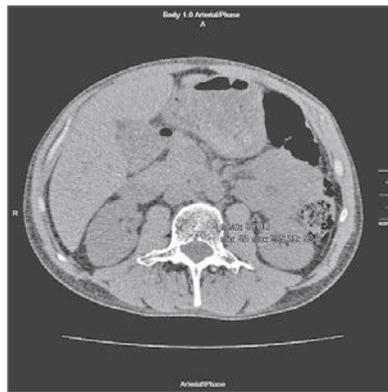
Аксіальний зріз КТ ОГК пацієнта Ч. з денситометричними показниками поперекового відділу хребта
